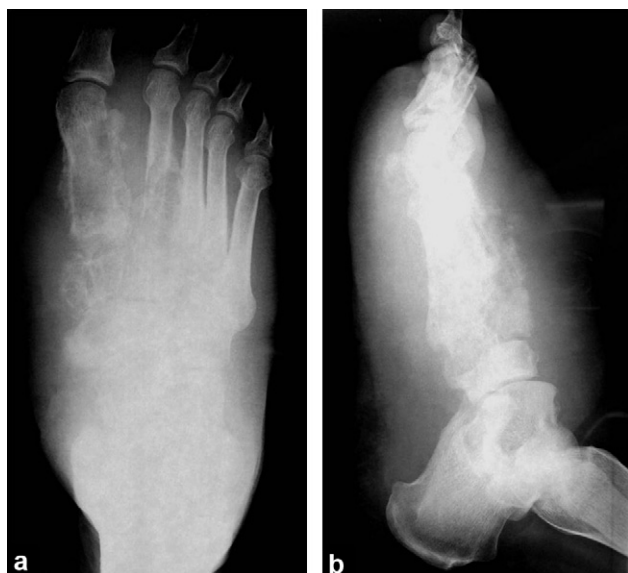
Radiographies du pied droit, face (a) et profil (b). Infiltration des parties molles avec ostéolyse des cunéiformes, du naviculaire et des deux premiers métatarsiens et réaction périostée irrégulière.
